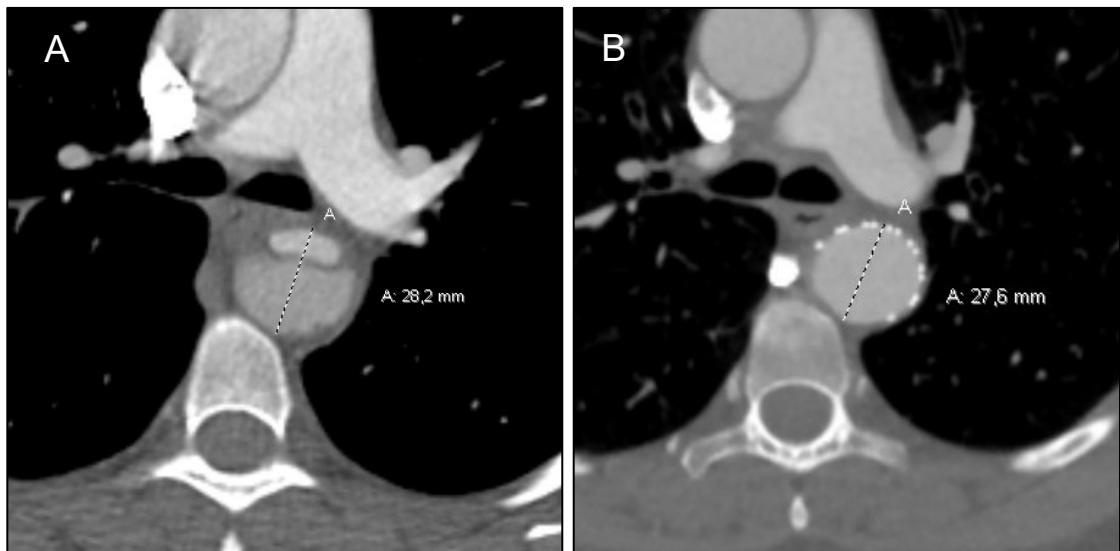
CT-Aufnahme in axialer Ansicht mit positivem Aortenremodelling im Verlauf. A, akute Dissektion der thorakalen Aorta descendens (Aortendurchmesser: 28,2mm). B, follow-up CT-Untersuchung nach implantierter TEVAR im wahren Lumen (Aortendurchmesser: 27,6mm). Es zeigt sich ein positives Aortenremodelling.
